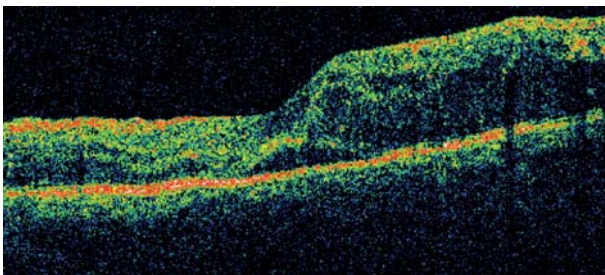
Tomografía de coherencia óptica a las 6 semanas de la primera inyección de bevacizumab.
